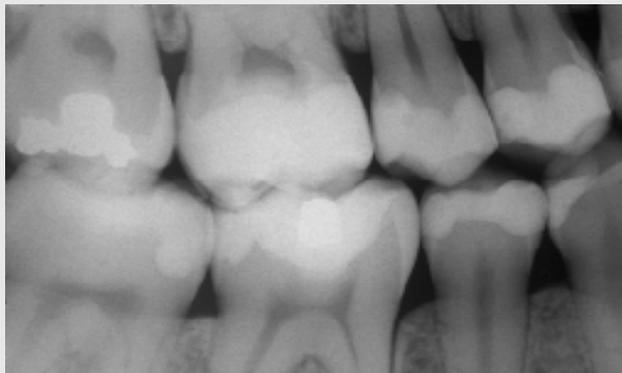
Radiografia interproximal, após o tratamento restaurador, mostrando a restauração méso-oclusal com o sistema SBMU/Z100 no (16) primeiro molar superior direito.
